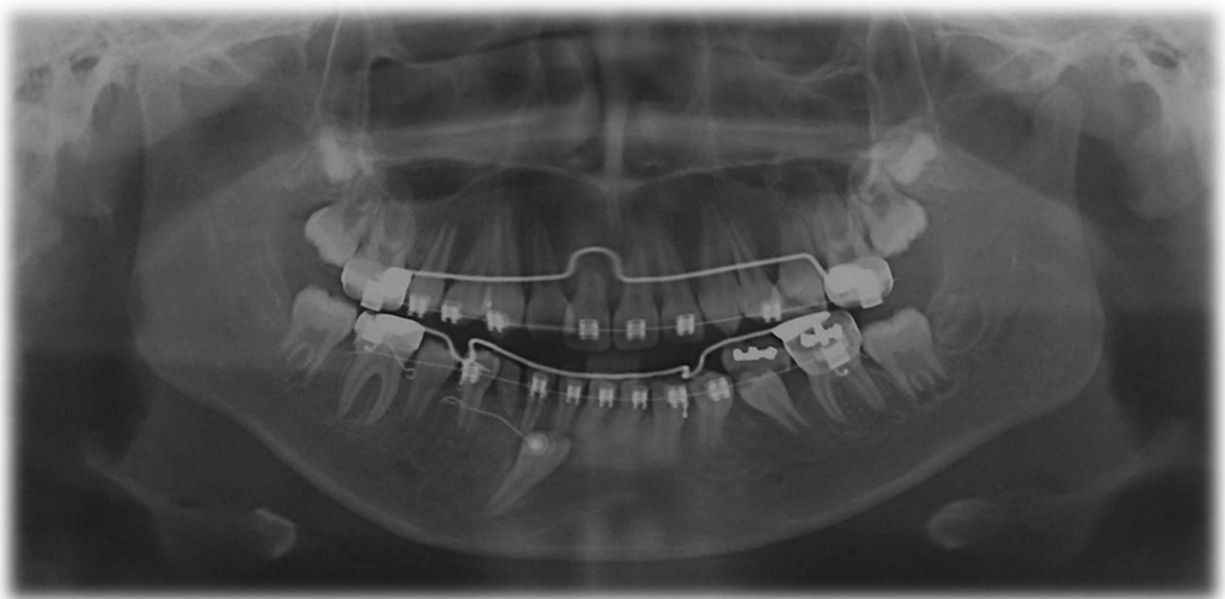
Radiografía panorámica de control del canino con botón y ligadura para traccionar. Se encuentra por debajo de las raíces de los incisivos, de manera paralela.
